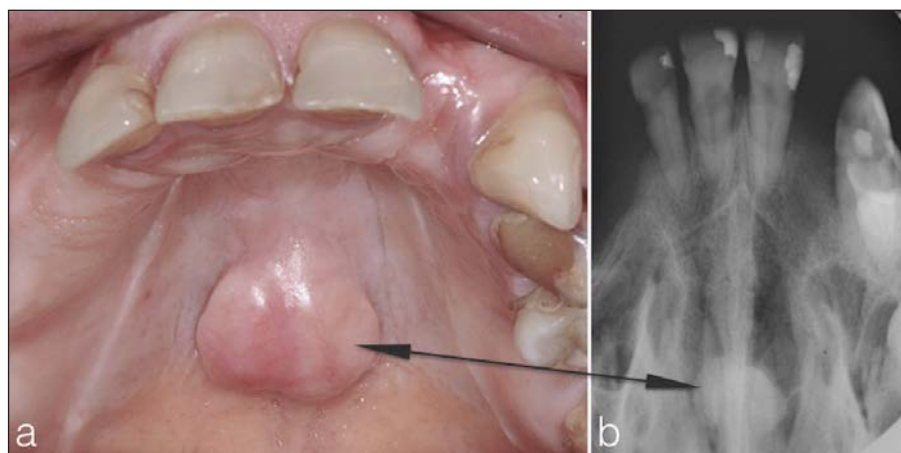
Palatal exostosis, the so-called torus palatinus. An intra-oral picture (1a) and an occlusal radiograph of the maxilla. (1b).
